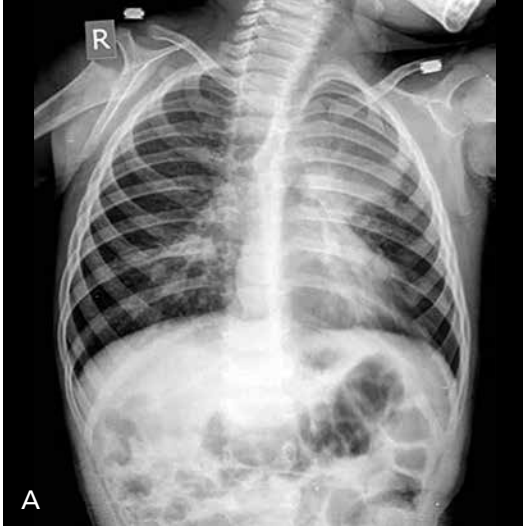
A, B. Bakteriyel pnömoni, lateral grafinin önemi. 6 yaşında öksürük ve ateş ile başvuran kız hastada elde edilen posteroanterior (A) ve sol lateral (B) radyografilerde sol akciğer alt lobda santralden periferik genişleyerek uzanım gösteren düzgün sınırlı alveoler radyoopasite izlenmektedir. Posteroanterior grafide lezyon kalp ile süperpoze olduğu için ayırt edilmesi zor iken, lateral grafide süperpozisyon ortadan kalktığı için rahatlıkla tanınabiliyor.
